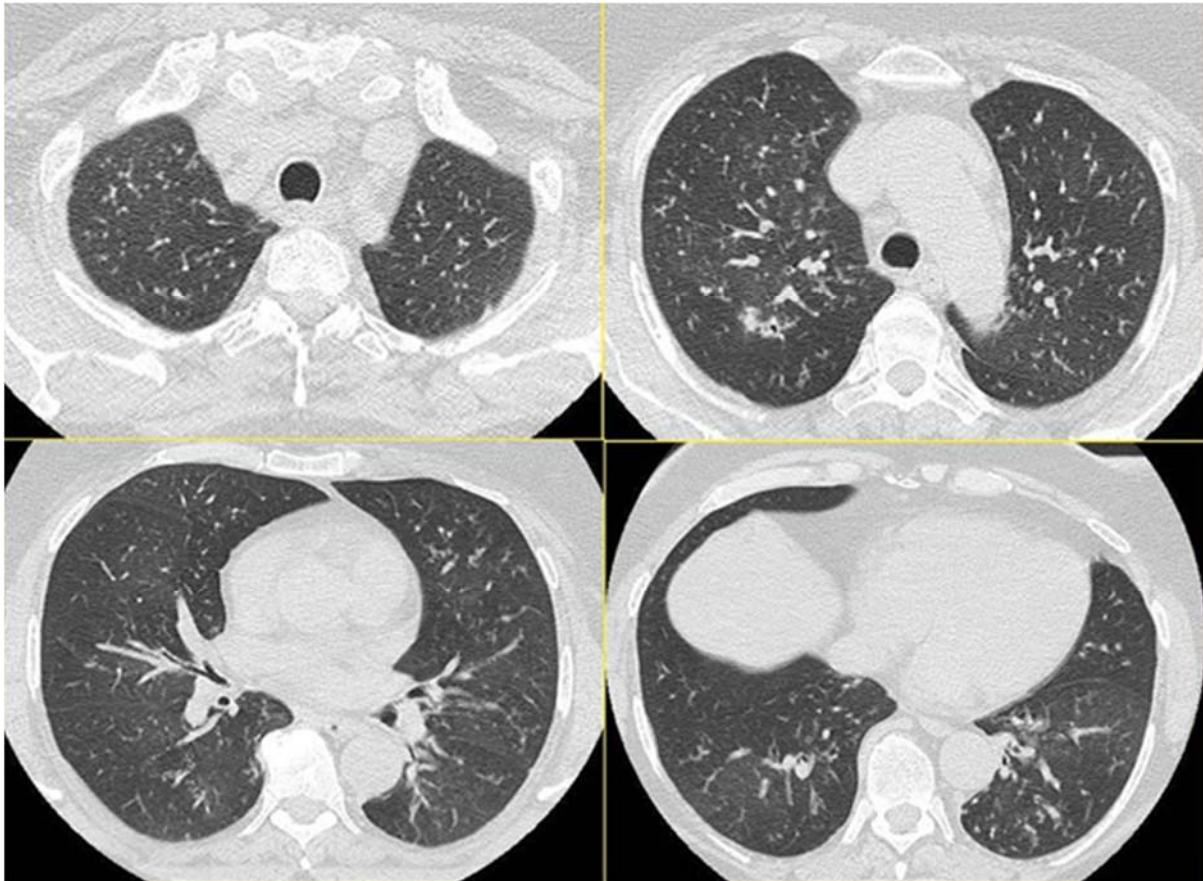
HRCT del torace eseguita alla prima valutazione.
